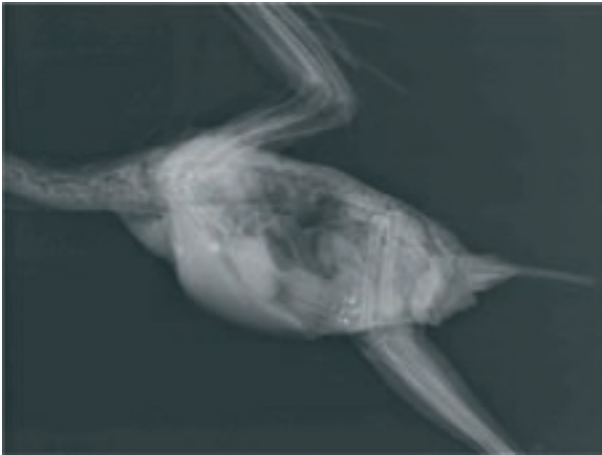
Radiografía laterolateral. Dilatación, gas y presencia de cuerpos extraños radioopacos en estómago.
